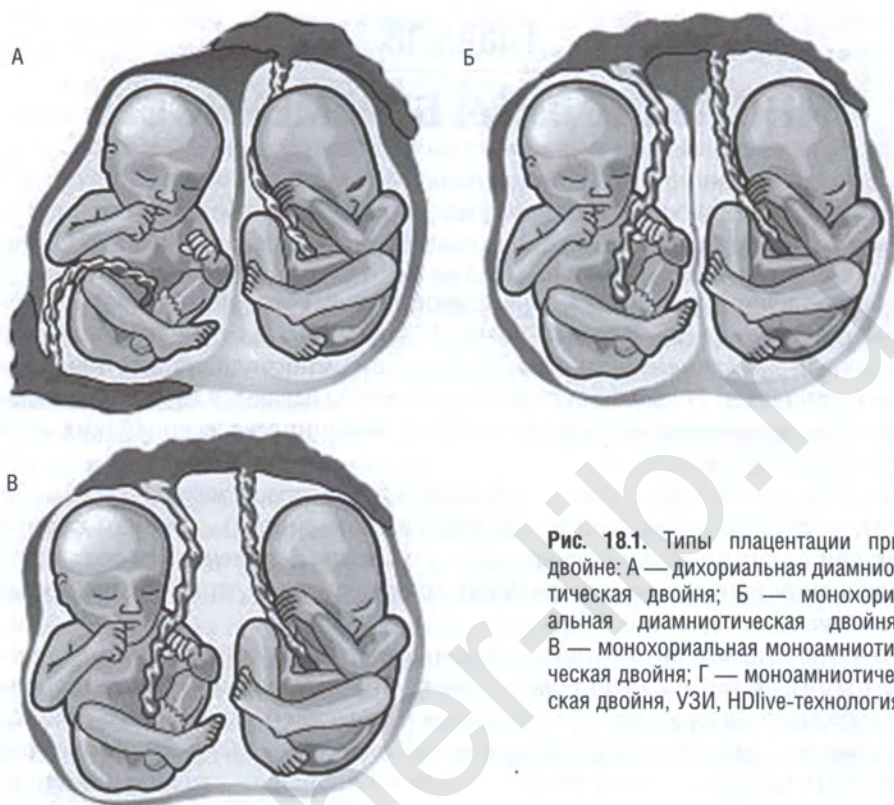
Типы плацентации при двойне: А — дихориальная диамниотическая двойня; Б — монохориальная диамниотическая двойня; В — монохориальная моноамниотическая двойня; Г — моноамниотическая двойня, УЗИ, HDlive-технология
